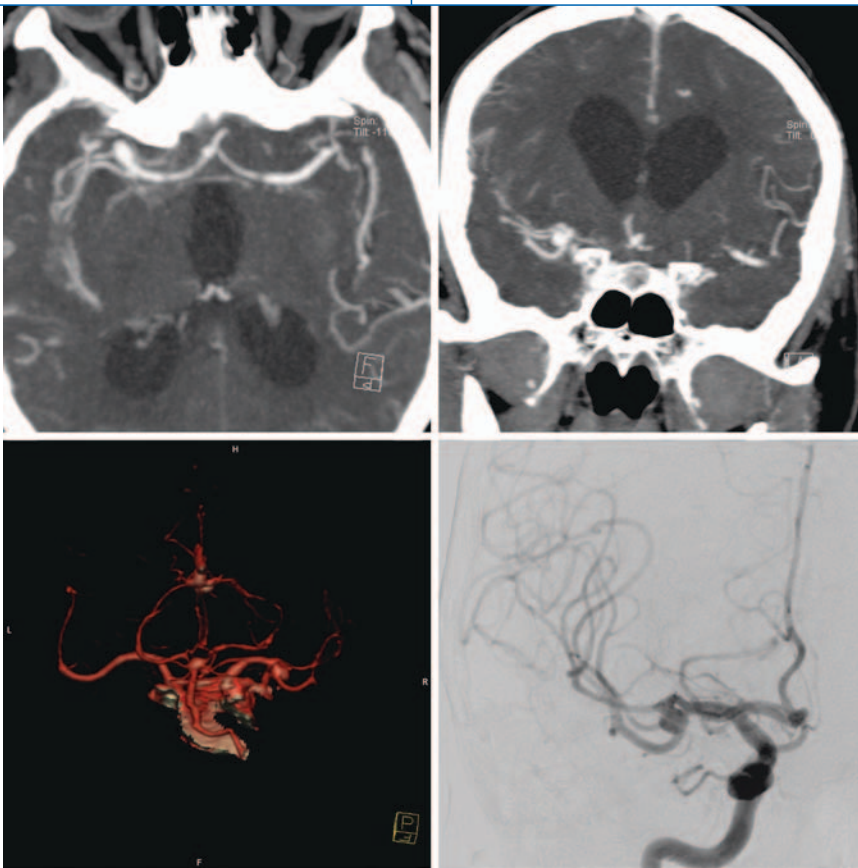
▲ Mediabifurkationsaneurysma rechts. Darstellung mittels CTA, Rekonstruktion in VRT- (unten links) sowie in Dünnschicht-MIP-Technik (obere Reihe) zur besseren Abgrenzbarkeit des Aneurysmahalses. Korrelation mit der DSA (unten rechts). CTA CT-Angiographie, VRT Volume-rendering-Technik, MIP Maximum-intensity-Projektion, DSA digitale Subtraktionsangiographie
